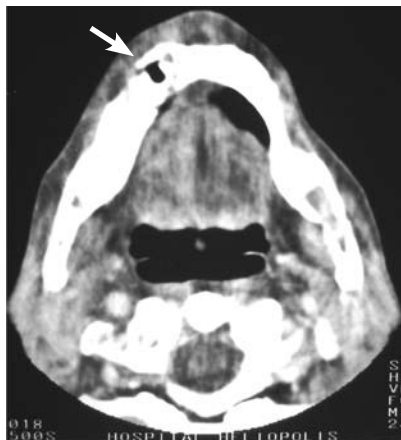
Tomografia computadorizada no plano axial evidenciando lesão com densidade de partes moles no interior da cavidade medular do ramo mandibular esquerdo. Uma área de erosão cortical é observada no corpo mandibular à direita.
